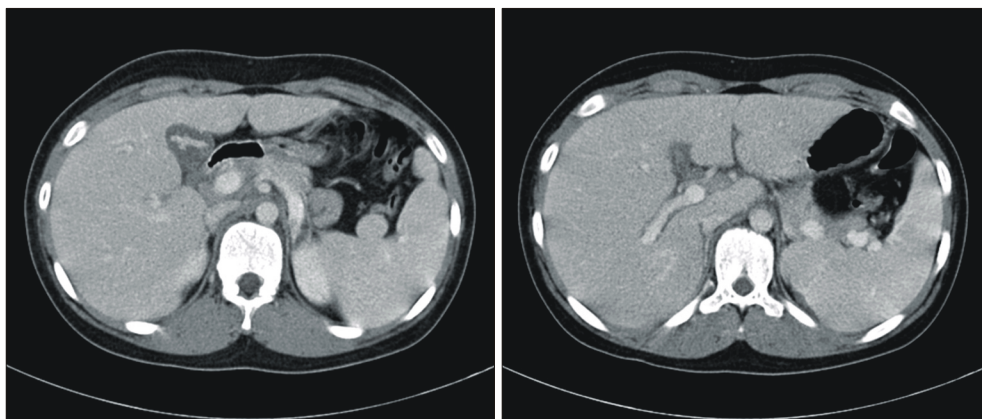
Abdominal CT findings show diffuse periportal low density in the liver, wall thickening and mucosal thickening with enhancement of collapsed gall bladder.
